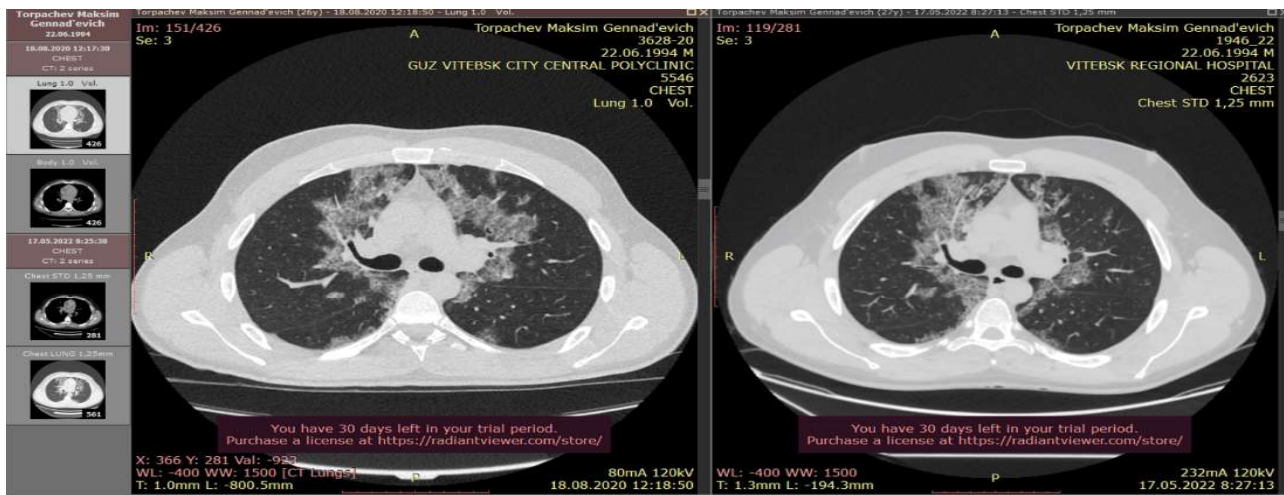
КТ-срезы грудной клетки пациента Т. с ЛАП. Слева от 18.08.2020 г., справа от 17.08.2022
